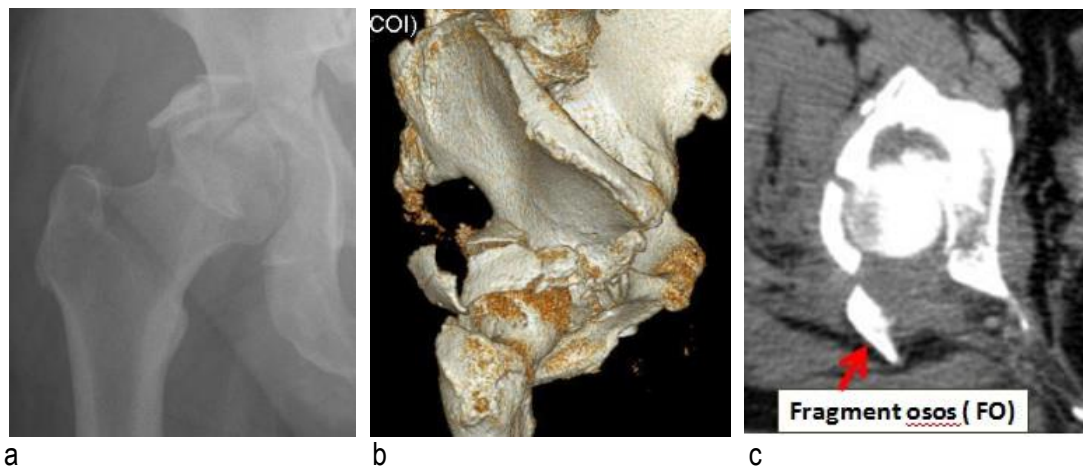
Fractura cominutivă de perete posterior - radiografie (a) și tomografie computerizată (b,c)
